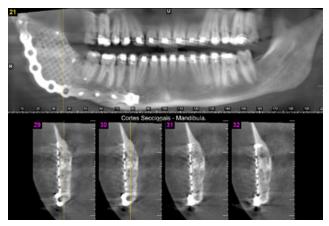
Tomografia computadoriza de feixe cônico após 2 anos de intervenção cirúrgica e reconstrução panorâmica da face e coronais do ramo mandibular direito exibindo importante formação óssea na região de aspecto dentro da normalidade
